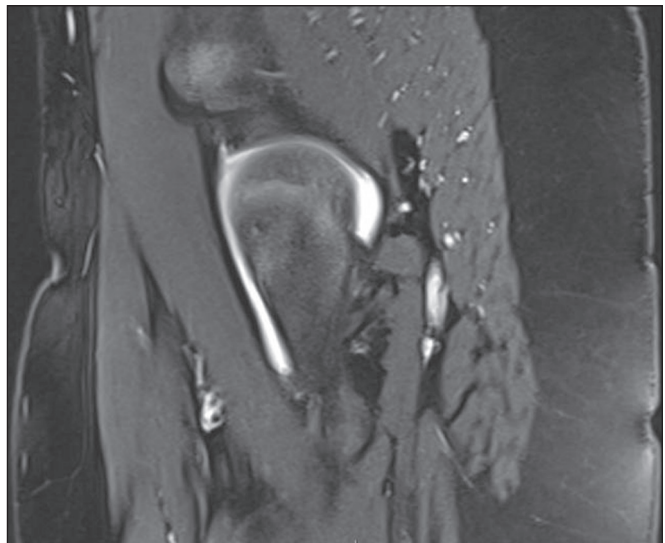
Paciente do sexo masculino, 12 anos. RM, sequência T2 fat sat sagital mostrando moderado derrame intra-articular coxofemoral à direita.
